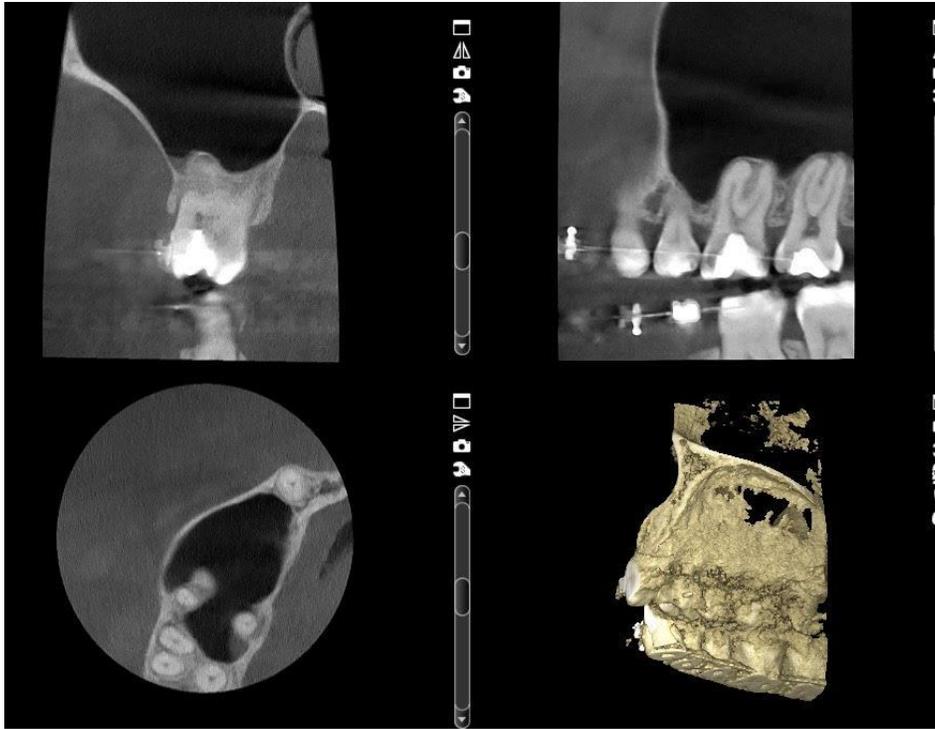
Control de CBCT a los 3 años de evolución capturado desde distintos ángulos del molar 16. Fuente propia.
